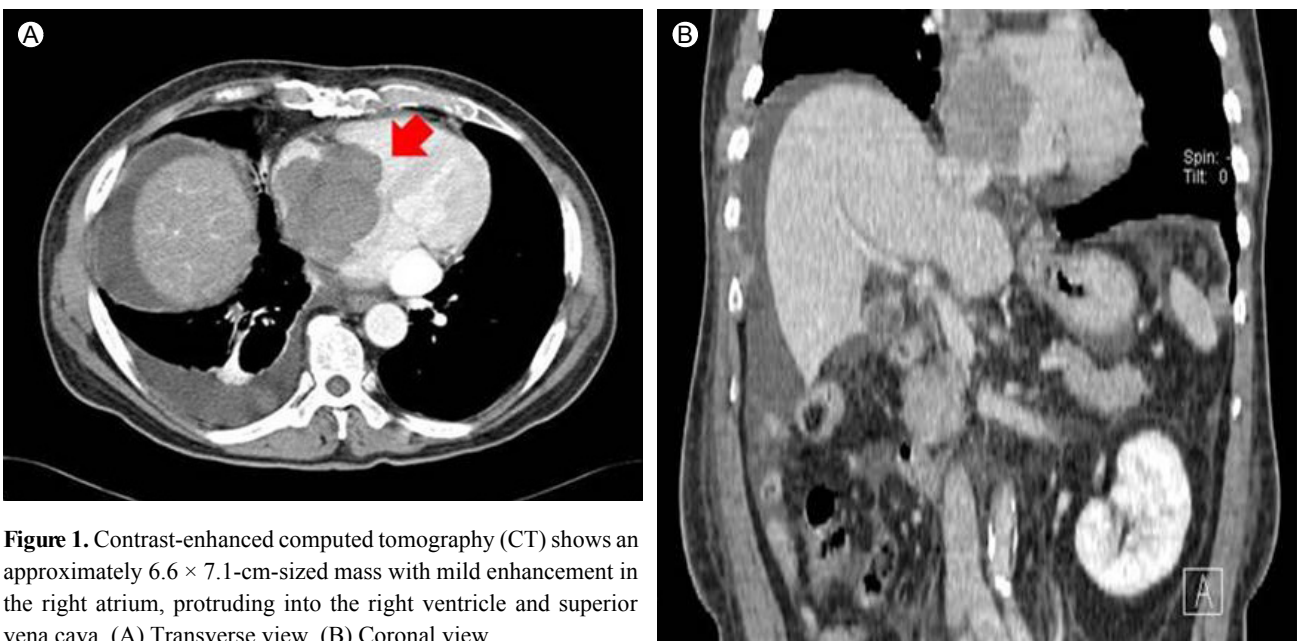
Contrast-enhanced computed tomography (CT) shows an approximately 6.6 × 7.1-cm-sized mass with mild enhancement in the right atrium, protruding into the right ventricle and superior vena cava. (A) Transverse view. (B) Coronal view.
